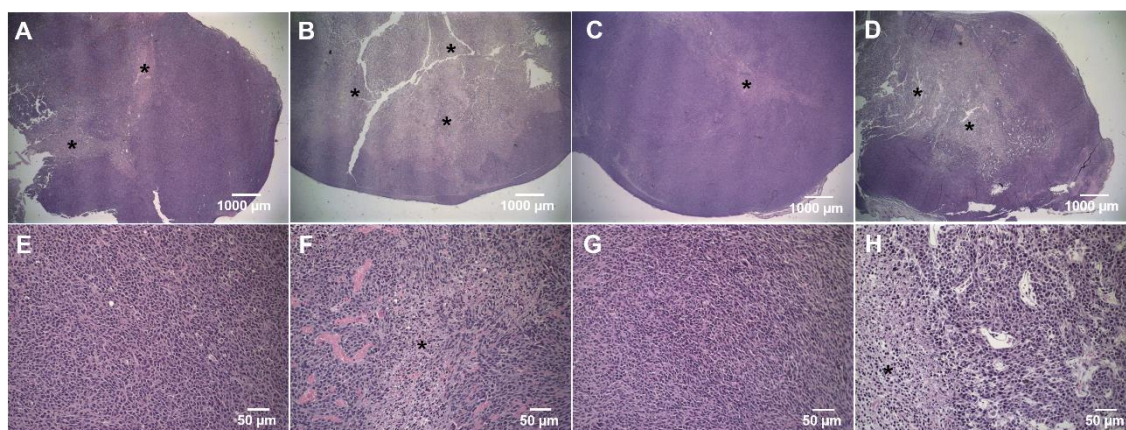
Análise histopatológica da necrose tumoral. Cortes histológicos de tumor primário de camundongos BALB/c fêmea portadores de tumor colorretal CT26 tratados com IRN livre, SpHL-IRN ou SpHL-IRN-FOL corados por hematoxilina e eosina. (A) grupo controle na amplificação de 2x. (B) Tratado com IRN livre na amplificação de 2x. (C) SpHL-IRN tratado com amplificação de 2x. (D) SpHL-IRN-FOL tratado com amplificação de 2x. (E) grupo controle na amplificação de 20x. (F) Tratado com IRN livre na amplificação de 20x. (G) SpHL-IRN tratado com amplificação de 20x. (H) SpHL-IRN-FOL tratado com amplificação de 20x. Os asteriscos pretos indicam áreas de necrose tumoral.
